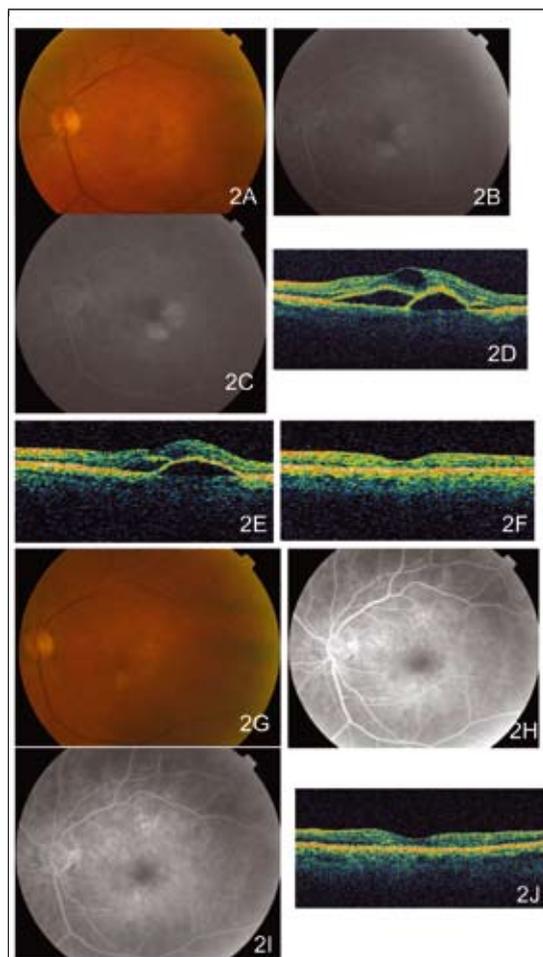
Caso Lucentis: Mujer de 71 años que acude a consulta en Diciembre de 2006. Antecedentes de HTA. Acusa en el momento actual metamorfopsia en OI de un mes de evolución con pérdida de visión. Agudeza visual corregida: OD:0,02; OI:0,4. En la imagen de color (2A) se encuentra sospecha de DMAE tipo exudativo. La angiografía fluoresceínica (2B, 2C) confirma la existencia de neovascularización coroidea. La tomografía óptica de coherencia (OCT) (2D) demuestra el engrosamiento de la retina a ese nivel. En Enero de 2007 tras una inyección intravítrea de Lucentis® la agudeza visual ha mejorado a 0,62 disminuyendo el espesor de la retina (2E). En Febrero de 2007 tras dos inyecciones la visión es de 0,62 con menor espesor central de la retina (2F). En Marzo de 2007 después de tres inyecciones en fondo de ojo no se ven signos de DMAE (2G) y en la angiografía la neovascularización ha desaparecido (2H, 2I). En la OCT la retina tiene un espesor normal (2J). La visión ha mejorado a 0,8.
